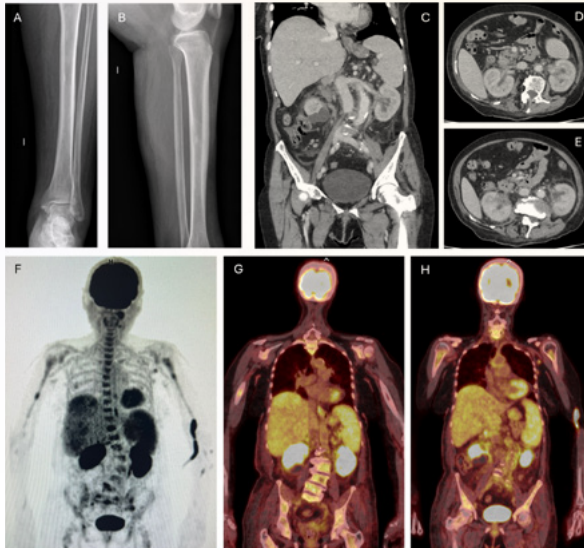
Pruebas de imagen. Radiografías de tibia de miembro inferior izquierdo (proyecciones anteroposterior (A) y lateral (B)) con lesión redondeada esclerosa en diáfisis de tibia izquierda. TC abdomino-pélvico con contraste IV (cortes coronal (C) y axiales (D y E)) donde se evidencia periaortitis con extensión a arterias y venas renales, ilíacas comunes y ramas de la mesentérica superior, edema renal bilateral con aumento de partes blandas en ambos hilos renales, extensión al espacio perirrenal y dilatación de cálices e infundíbulos de forma bilateral sin evidencia de obstrucción ni dilatación uretral, esplenomegalia de 15 cm y numerosas adenopatías subcentimétricas mesentéricas. PET TC (cortes coronales (F,G y H)) donde se objetiva manguito de partes blandas perivascular abdominal, engrosamiento de fascia renal, esplenomegalia con inversión del gradiente metabólico hepatoesplénico, y aumento difuso del índice glicídico en esqueleto axial y apendicular, con mayor captación en tercio medio de diáfisis humeral derecha y tercio proximal de húmero izquierdo.
